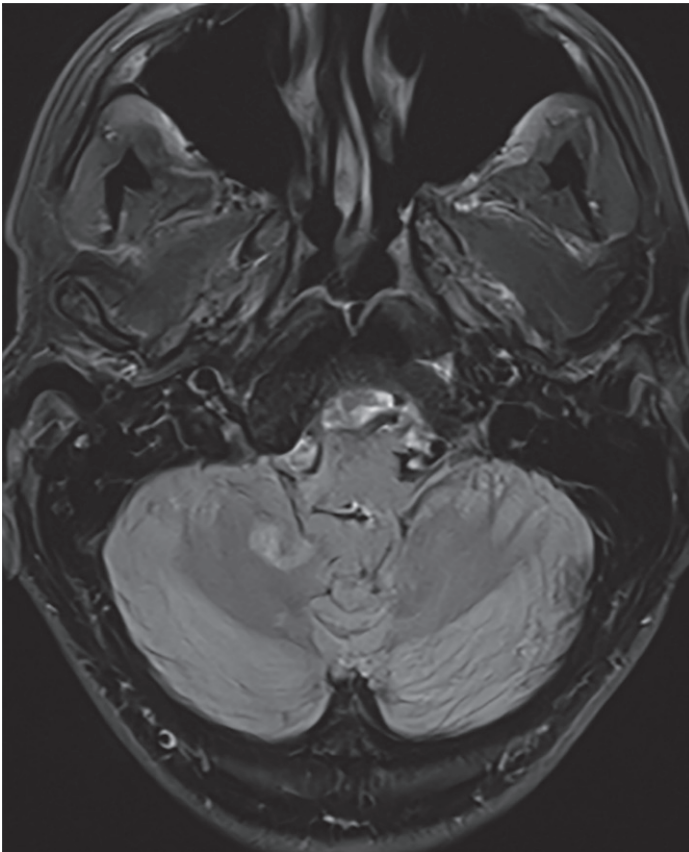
Resonancia magnética cerebral: infarto medular lateral derecho.
